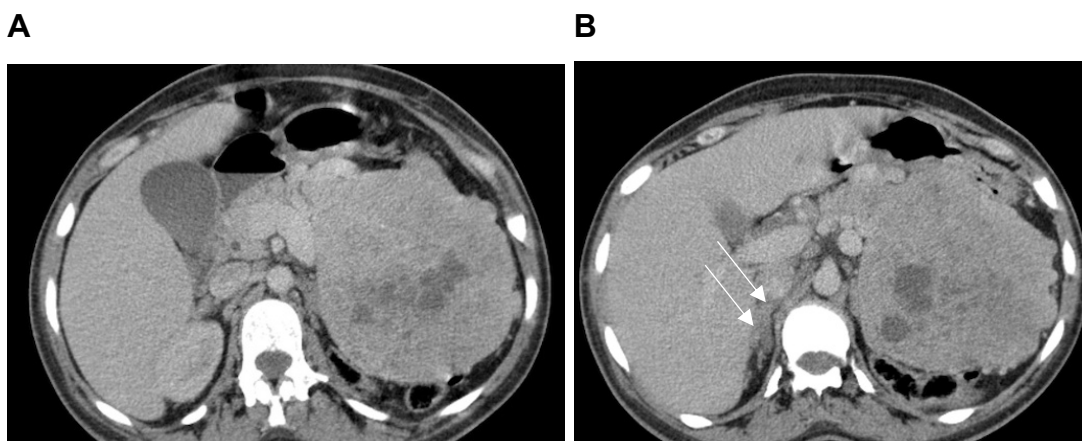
TC de abdome do indivíduo II.6. Presença de volumosa massa heterogênea com áreas hipodensas de permeio em cauda do pâncreas (A e B). B: Nota-se ainda espessamento difuso nodulariforme das adrenais (setas brancas).
